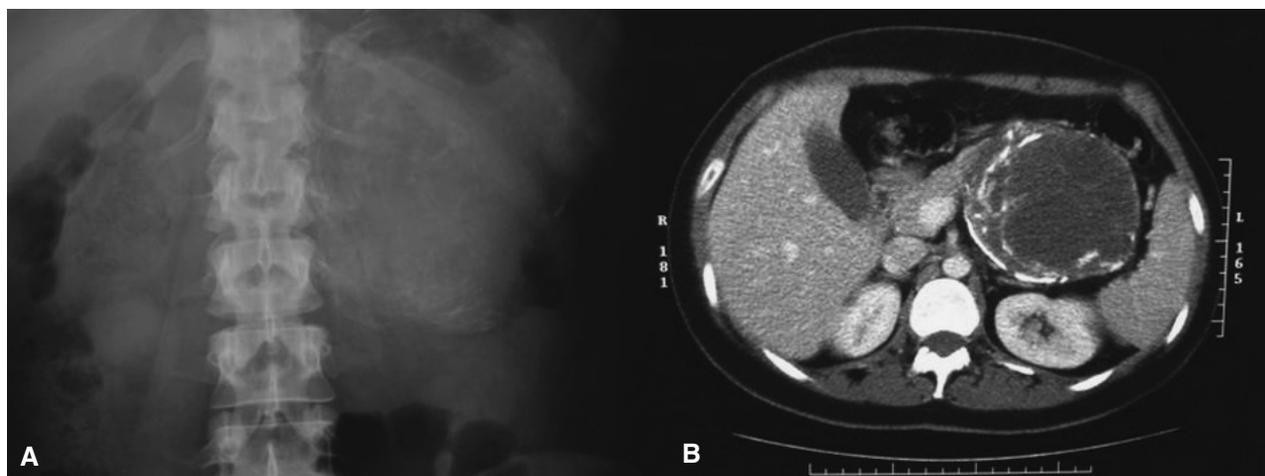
A: radiografía de abdomen: masa redondeada y calcificada en el hipocondrio izquierdo. B: tomografía computarizada abdominal: gran masa hipodensa de 104-91 mm de diámetro, polilobulada y con paredes parcialmente calcificadas, que parece depender de la cola del páncreas, comprime estructuras vecinas sin infiltrarlas y se acompaña de numerosas adenopatías locales.
